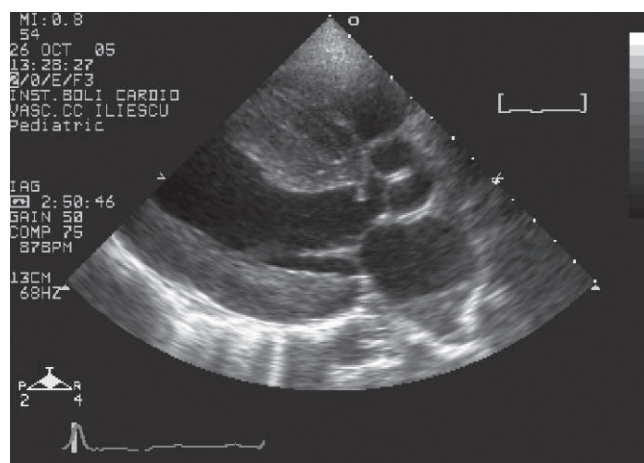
Diafragm subaortic – ecografie transtoracică
